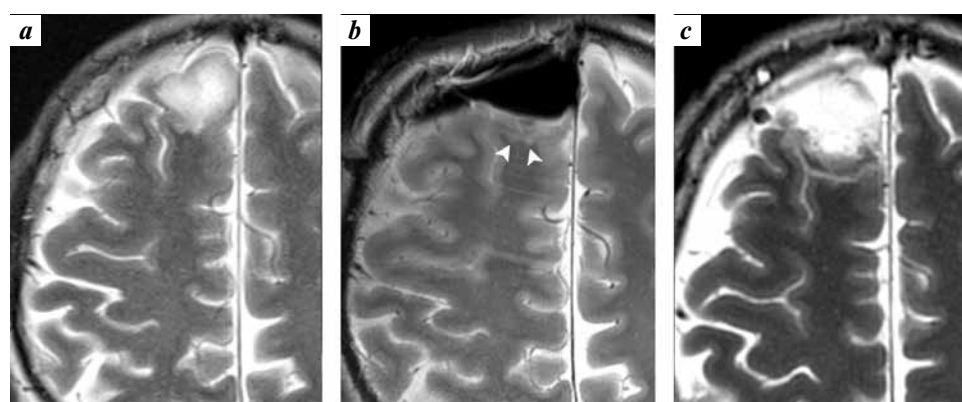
Brain MRI (Patient no. 6). Axial T2 non-contrast images: a — preoperative MRI with diffuse intrinsic frontal lobe tumor; b — intraoperative images with residual tumor (arrowheads); c — postoperative MRI, no signs of residual tumor mass after additional resection
